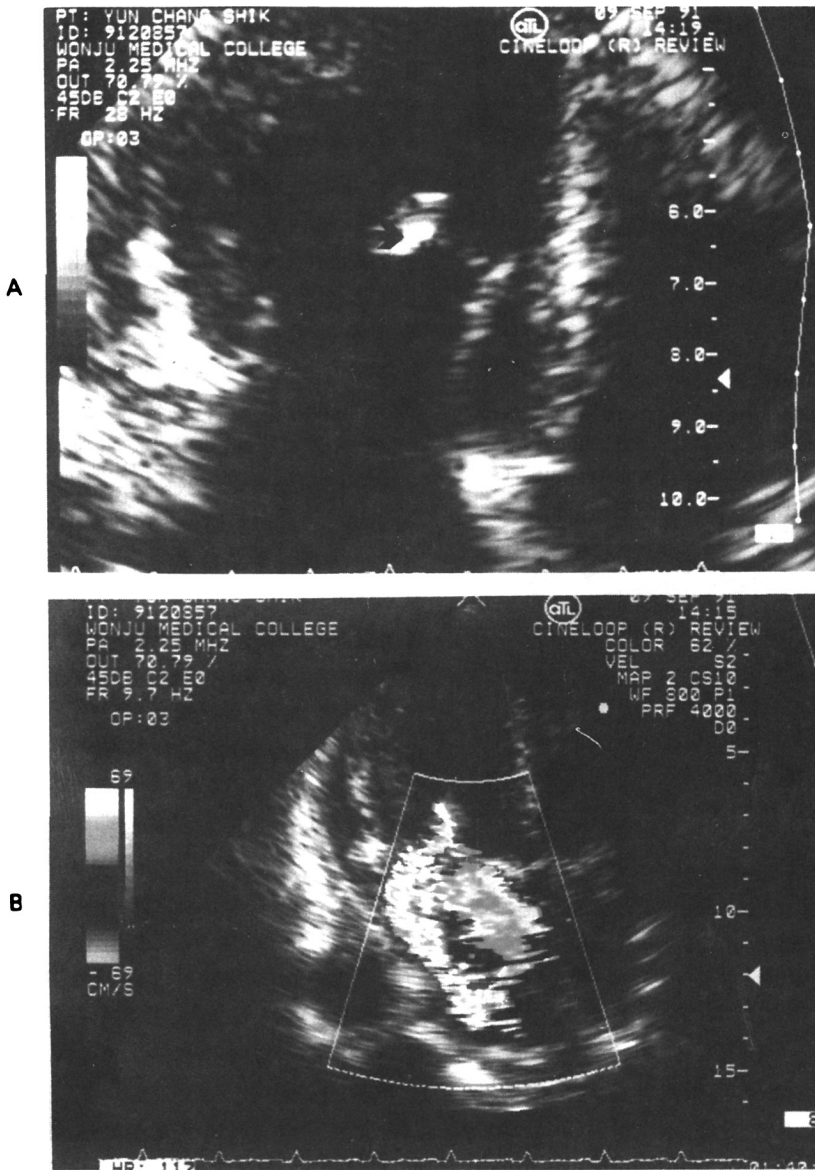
Ruptured anterolateral papillary muscle(arrow) is visualized in the left ventricle on apical 4 chamber view.
